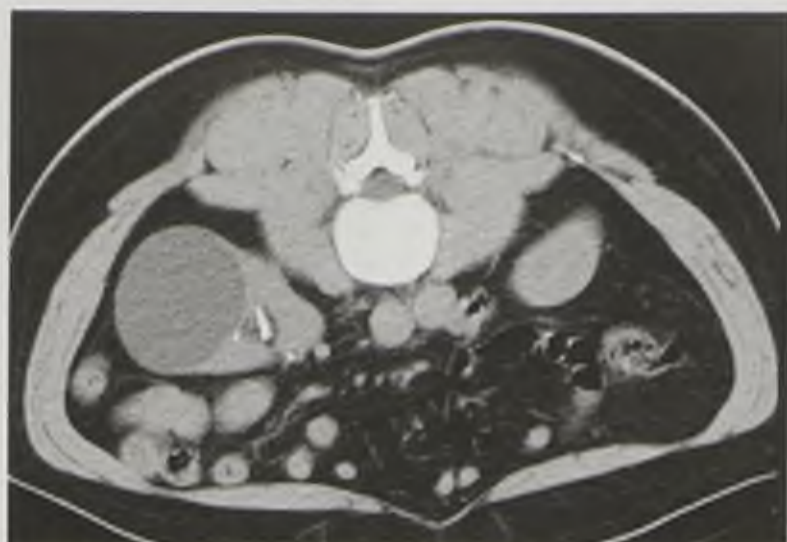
Компьютерная томограмма, выполненная в положении пациента лежа на животе. Солитарная киста правой почки
